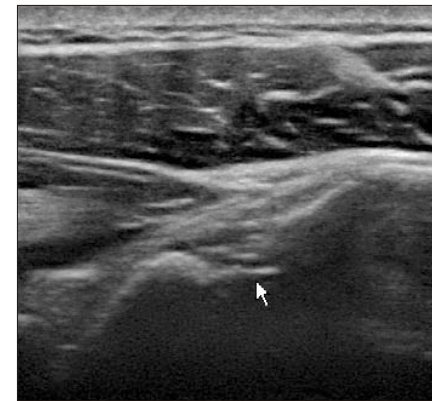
Hill-Sachs 損傷(超音波画像)
